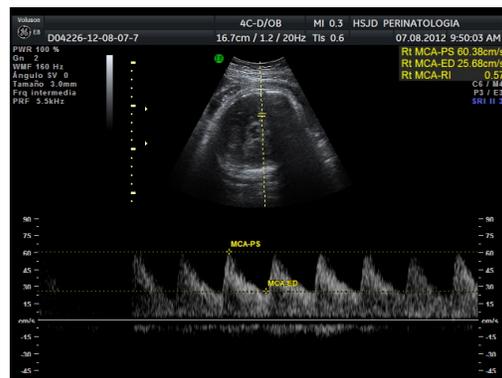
Resultado de la velocimetría Doppler en la arteria cerebral media fetal.
